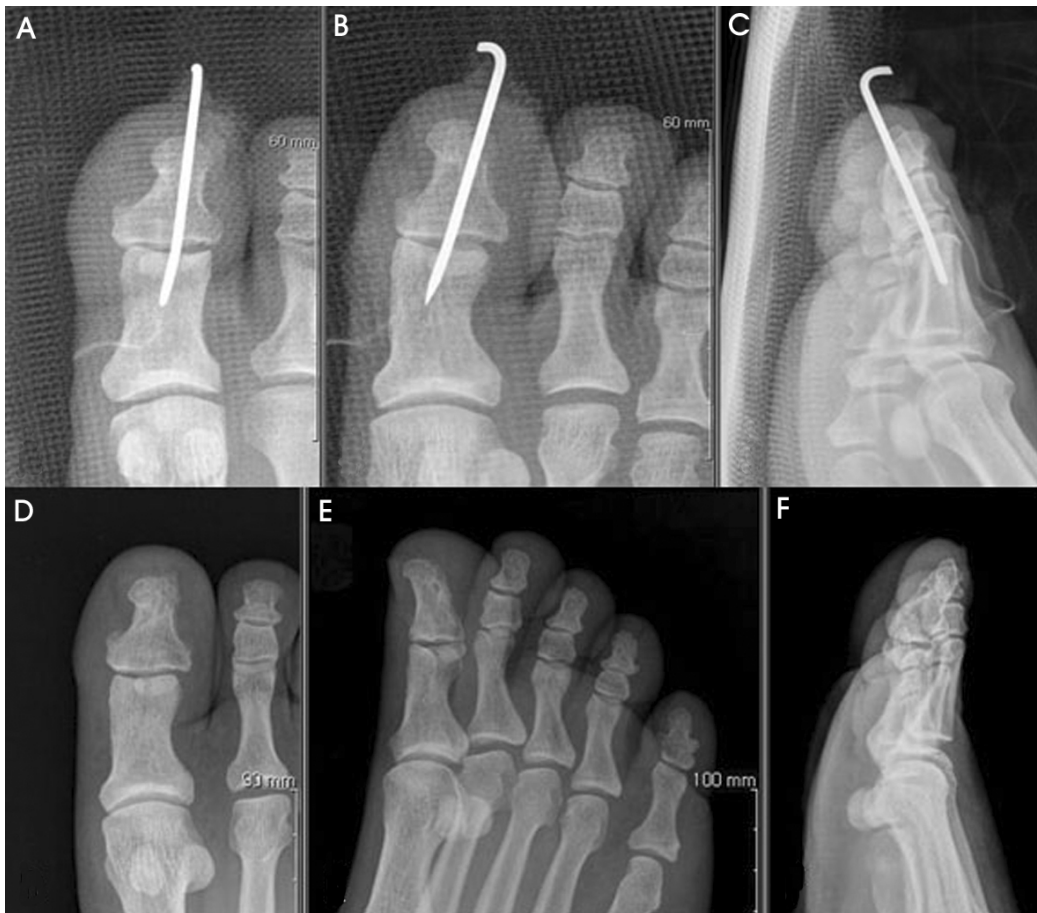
Immediate postoperative radiographs show anatomical reduction of interphalangeal joint and sesamoid bone. And Radiographs at 6 months postoperatively show anatomical restoration of interphalangeal joint. (A) Immediate postoperative anteroposterior view (B) Immediate postoperative oblique view (C) Immediate postoperative lateral view (D) Anteroposterior view at 6 months postoperatively (E) Oblique view at 6 months postoperatively (F) Lateral view at 6 months postoperatively.
